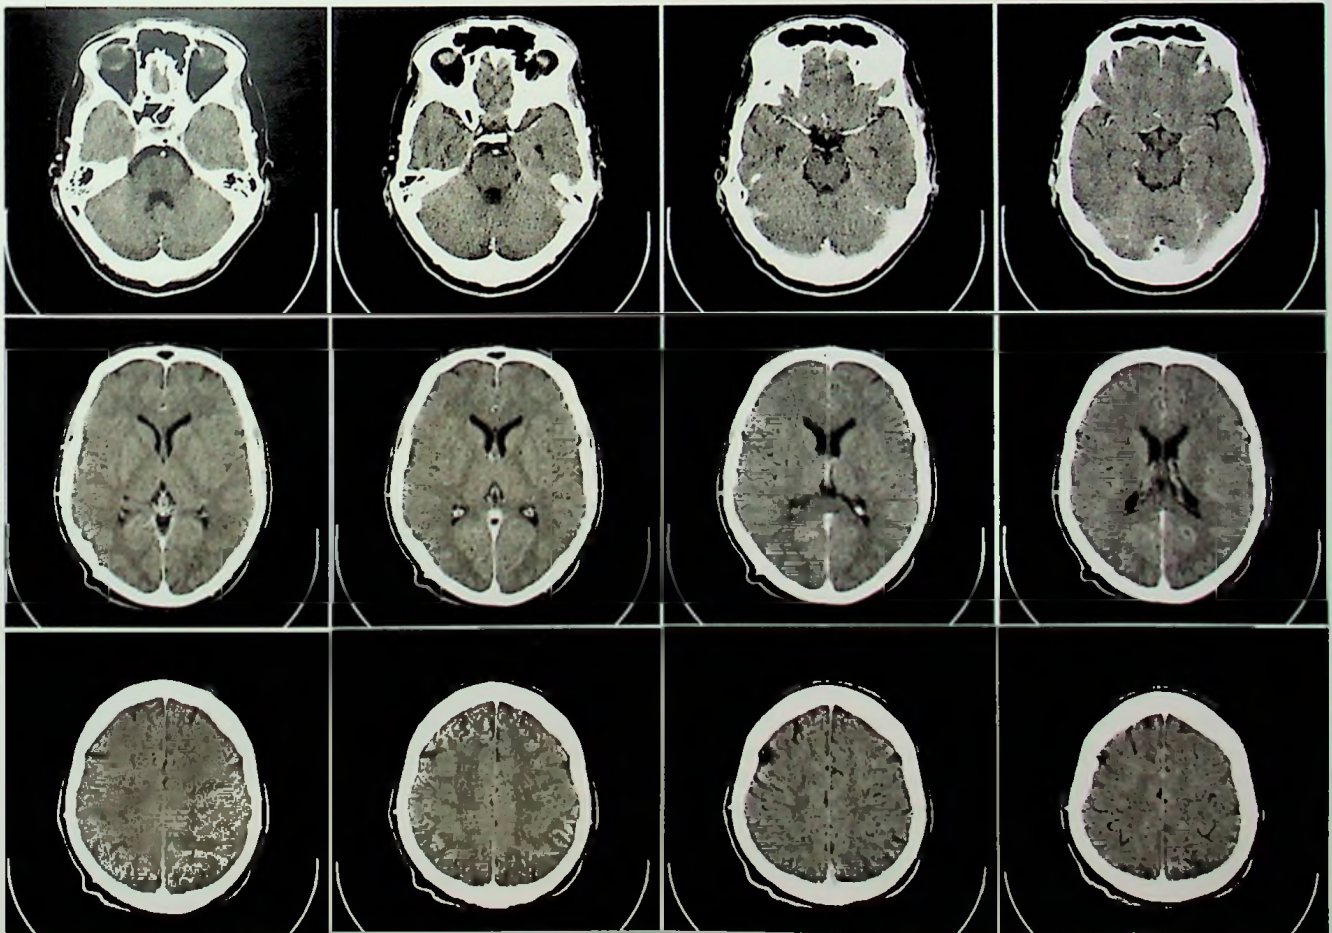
Serie de cortes obtenidos mediante tomografía computarizada de un cerebro humano empleando contraste intravenoso.
